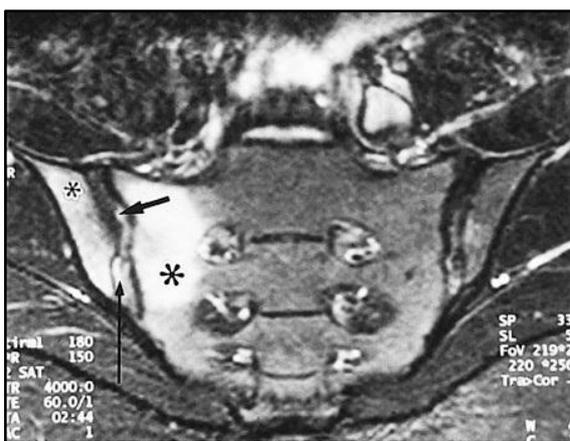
Ressonância magnética com diagnóstico precoce de sacroileíte. (Usatine, Smith, Mayeaux, Chumley, Tysinger: The Color Atlas of Family Medicine).
